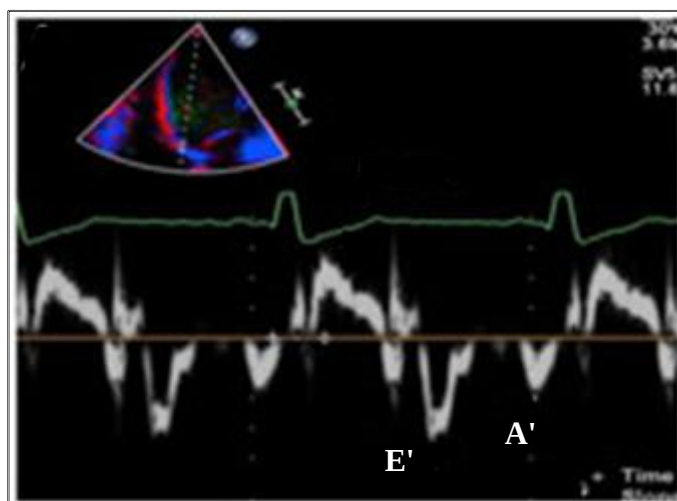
Imagem do Doppler tecidual do anel septal
